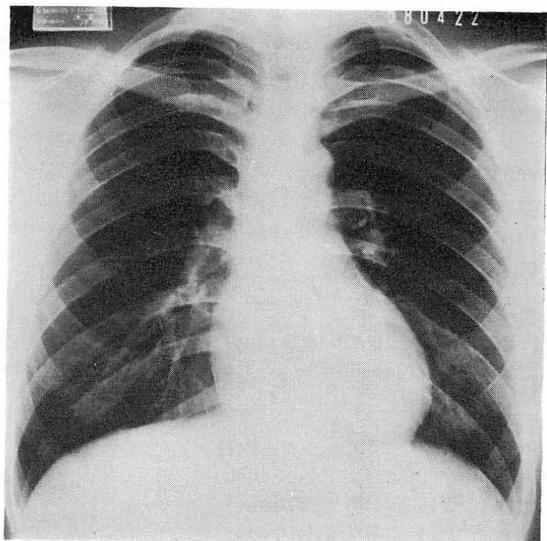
Chest radiograph (Case 1: Y.K., 20-y, man).
